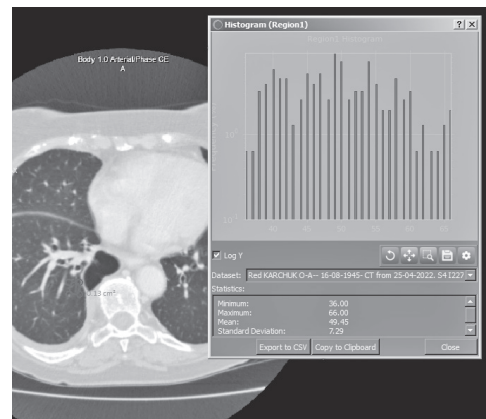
Гістограма тієї самої ділянки зрізу КТ ОГК хворої К., виконана із застосуванням програми Dragonfly
